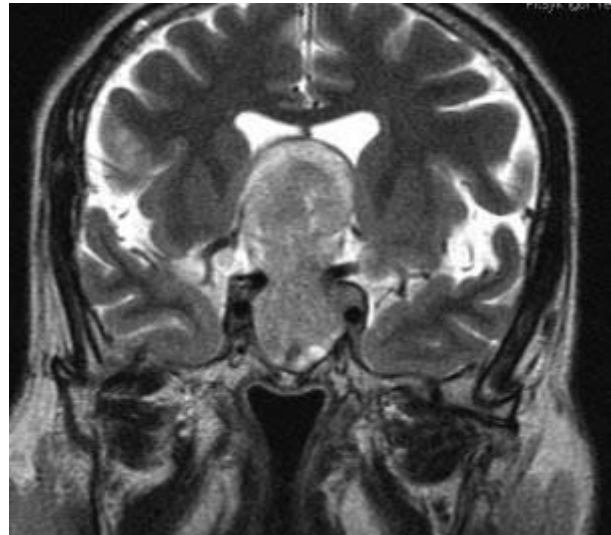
Макроаденома гипофиза, с «прорывом» диафрагмы турецкого седла, с супраселлярным распространением МРТ головного мозга, на T2-W.
